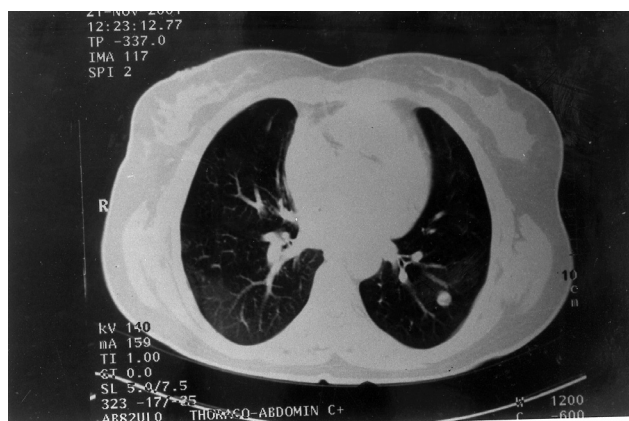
TDM thoracique de contrôle : métastases pulmonaires
